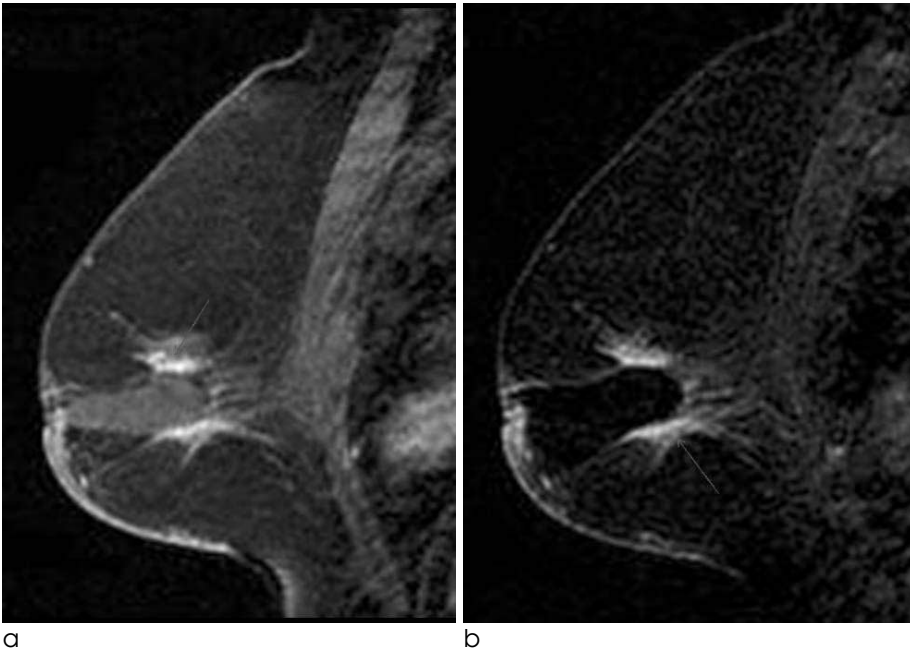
54-year-old woman with true-positive findings of adjacent enhancing lesion on MRI. MRI was performed 13days after excisional biopsy.
